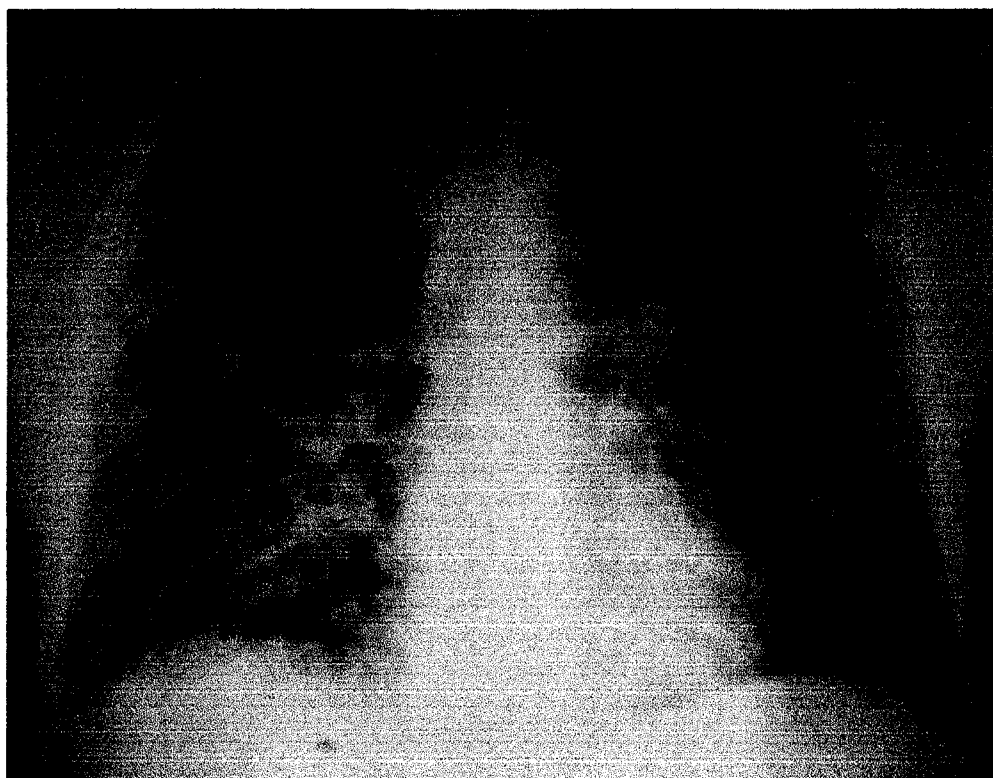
Radiografia de Tórax (Frente) na Hantavirose mostrando infiltrado intersticial e consolidações alveolares com predomínio nos dois terços superiores dos pulmões (Paciente 9).
